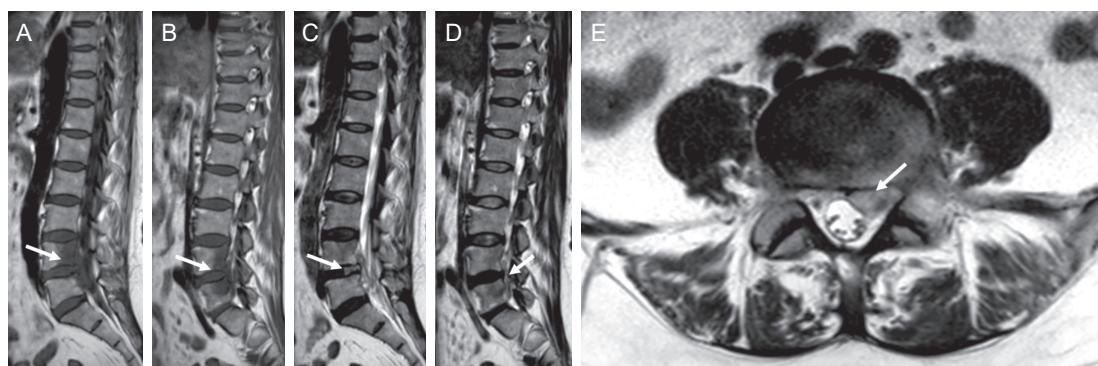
腰椎MRI示：椎体形态无明显变化，T1WI呈均匀低信号，椎间隙稍变窄，T2WI椎间盘后缘可见等信号
